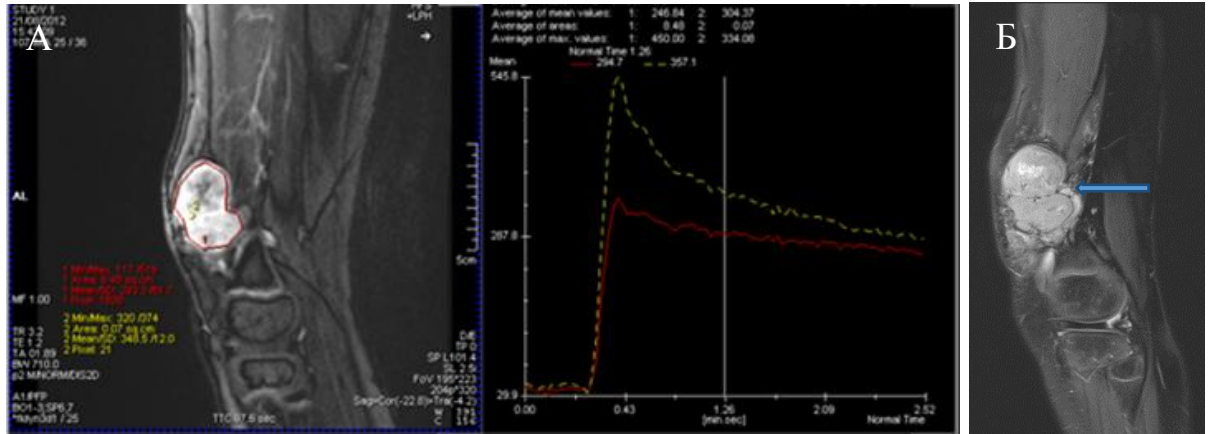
Синовиальная саркома мягких тканей левого бедра. Мальчик 9 лет. А — динамическая контрастная МРТ, косо-сагиттальная проекция, субтракционное изображение в T1-ВИ: 1 — весь объем контрастируемых тканей — IV тип кривой (красная кривая), 2 — наиболее контрастируемый участок — IV тип кривой (желтая кривая). Б — T2-FS-ВИ, косо-сагиттальная проекция. В мягких тканях нижней трети левого бедра по передне-наружной поверхности определяется объемное образование узлового типа роста, с четкими контурами, бугристой поверхностью, неоднородной структурой (стрелка)
